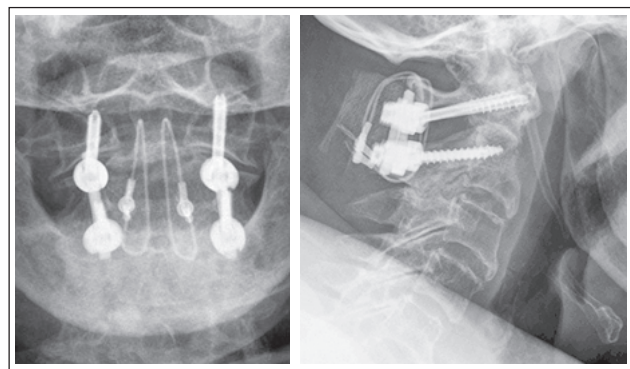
Röntgenaufnahmen im anterior-posterioren und seitlichen Strahlengang nach dorsaler Verschraubung von HWK 1 mit 2 durch Schrauben-Stab-System und Beckenkammspaninterposition mit Titan-Kabelcerclage gesichert.
